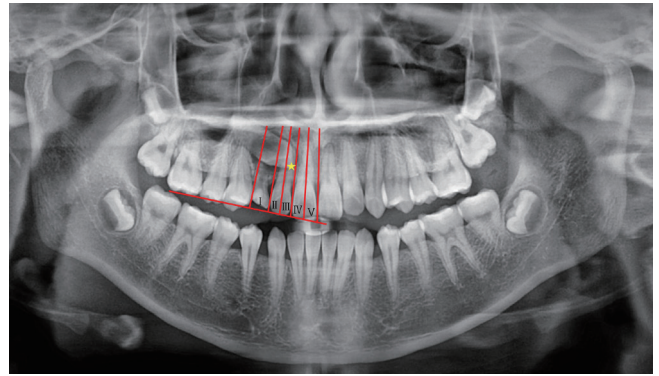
The mesiodistal position of the canine cusp tip on panoramic radiographs was used to determine sector locations. (I) Corresponding to the primary canine (present or absent). (II) From the distal aspect to the midline of the lateral incisor. (III) From the midline of the lateral incisor to the distal aspect of the central incisor. (IV) From the distal aspect to the midline of the central incisor. (V) From the midline of the central incisor to the midline of the maxillary arch.
